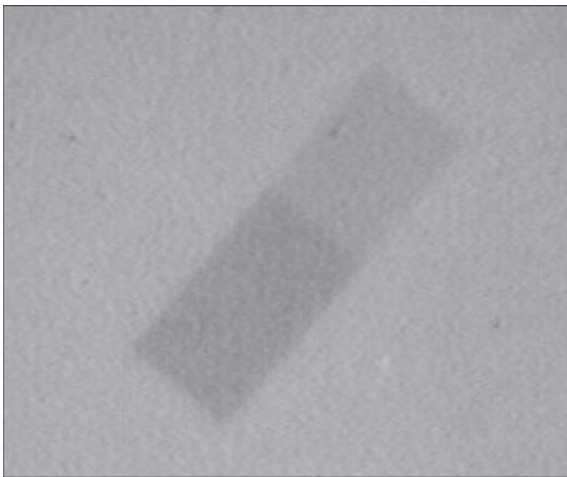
Рентгенограмма индикатора чувствительности № 1 на алюминии $H = 3$ мм, полученная с помощью второго медицинского ЭРС-С-2А экрана
